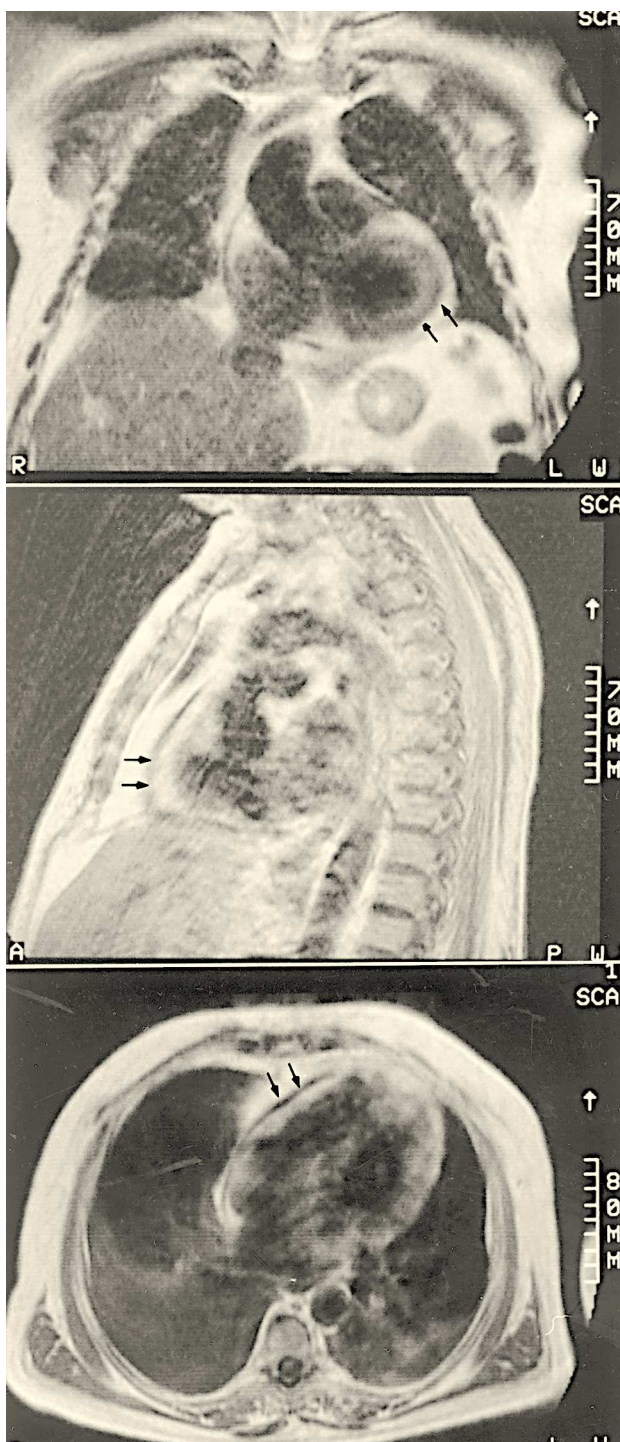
Imágenes de resonancia nuclear magnética; corte coronal (imagen superior); corte sagital (imagen central) y corte axial (imagen inferior). Se observa un evidente engrosamiento pericárdico, más llamativo en la región periventricular derecha (flechas).
